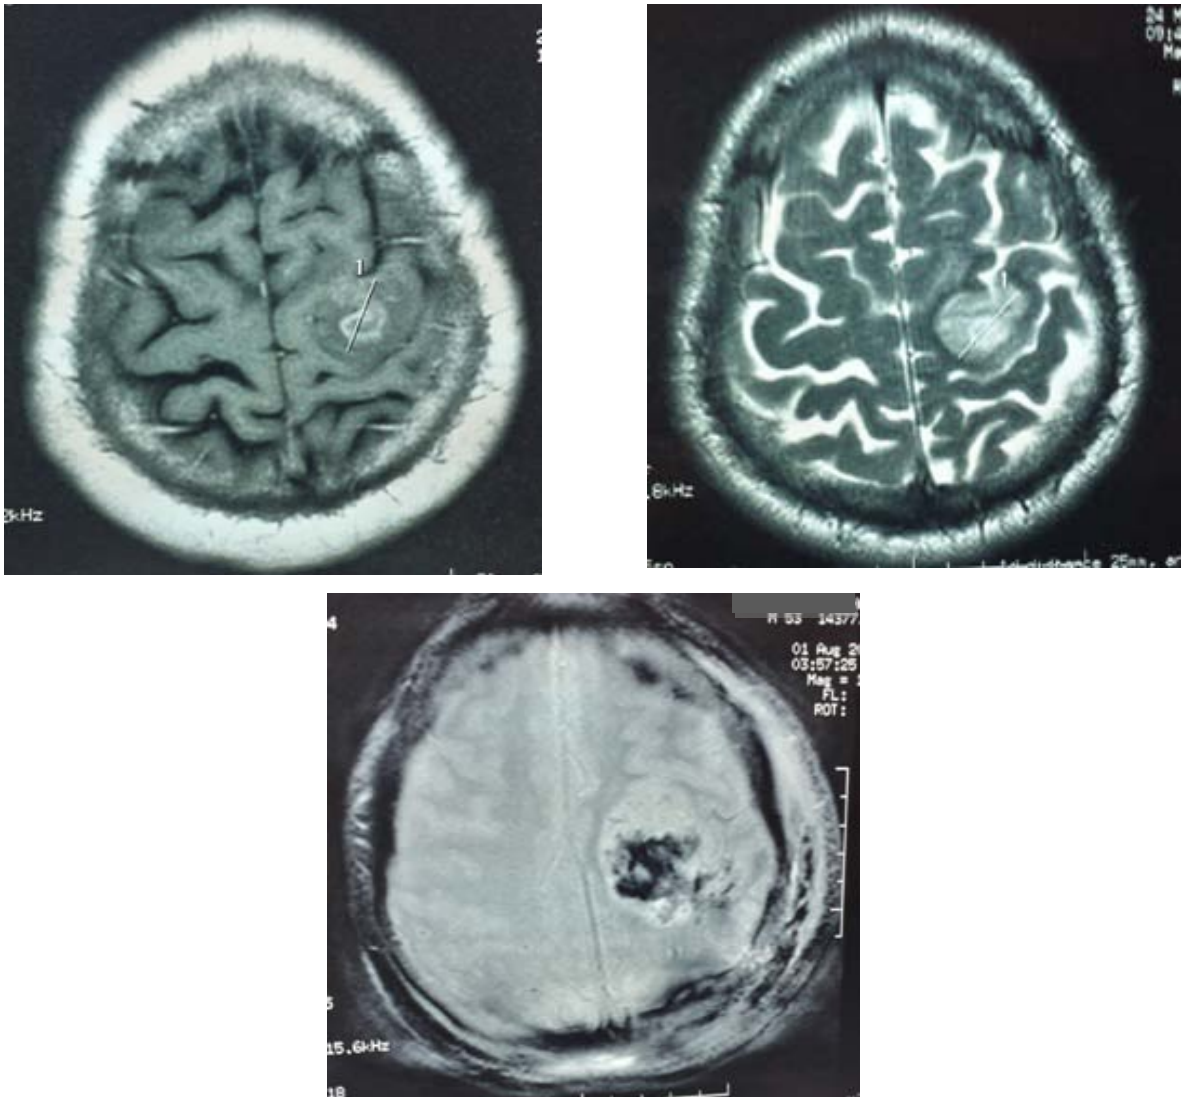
a), b): IRM préopératoire en coupe axiale séquence T1 injectée (a) et en séquence T2 (b), d'un patient âgé de 53 ans admis pour des crises épileptiques et hémiparésie droite qui montre une lésion frontale gauche rehaussée en anneau avec œdème périlésionnel et qui est en hypersignal T2
